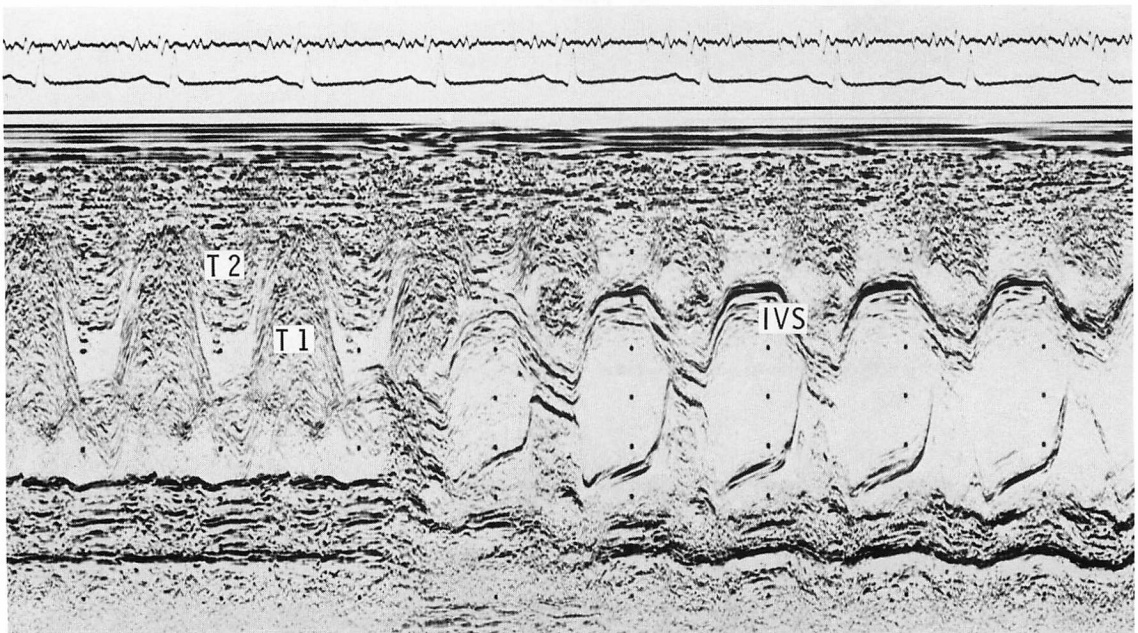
Two-dimensional (A) and M-mode (B) echocardiograms demonstrating multiple myxomas.
